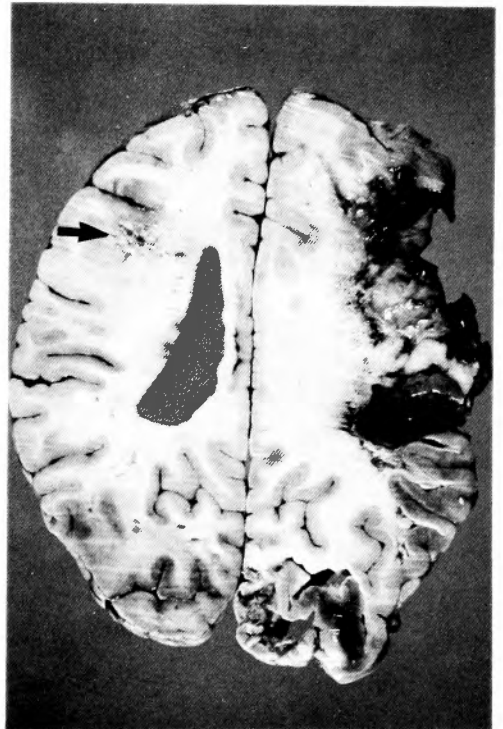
Autopsied brain. A small mass lesion is seen in the left frontal lobe with correspondence to CT scan (arrow).
